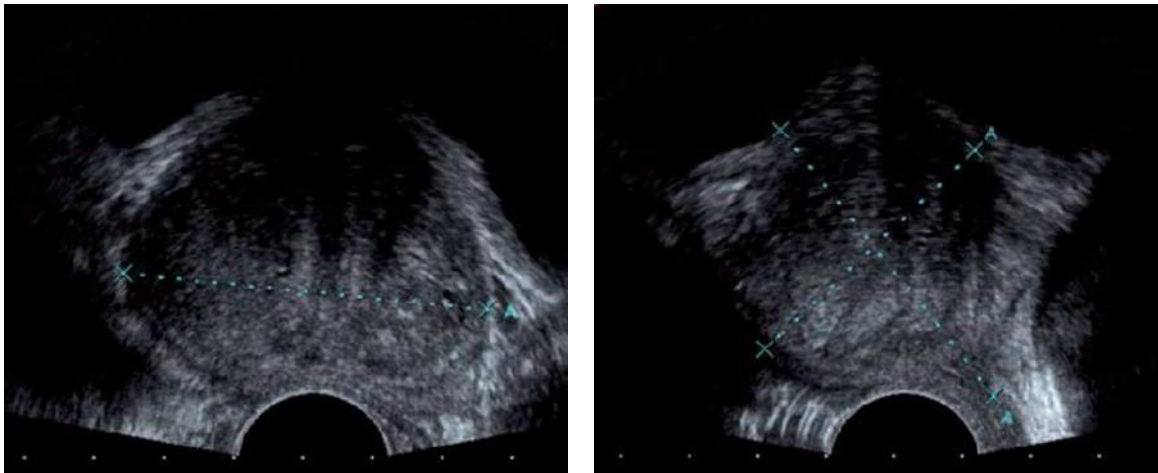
Image échographique de la prostate en coupe axiale(A) et coupe sagittale (B).
